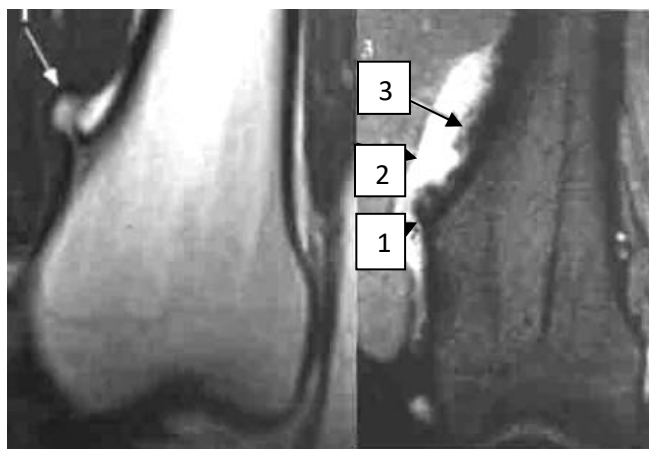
Остеохондрома. МРТ T1-, T233 стегнової кістки у фронтальній площині – на T133 визначається екзофітне утворення, розташоване на зовнішній поверхні дистального метафізу стегнової кістки (1), яке має ніжку. На T233, також у зоні дистального метафізу, визначається пухлина (1), покрита шаром хрящової тканини (2) з наявністю ділянок звапніння (3).
